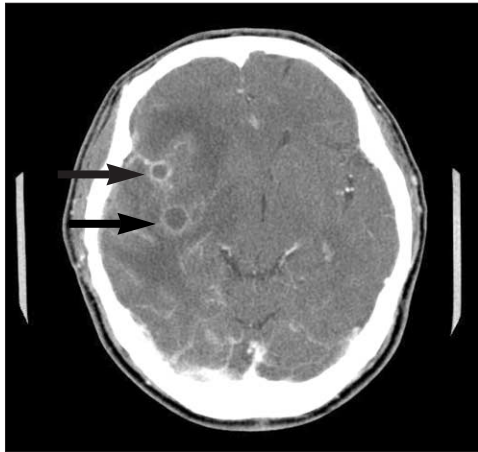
Axial view of CT shows remaining subarachnoid abscess in the right temporal lobe.
